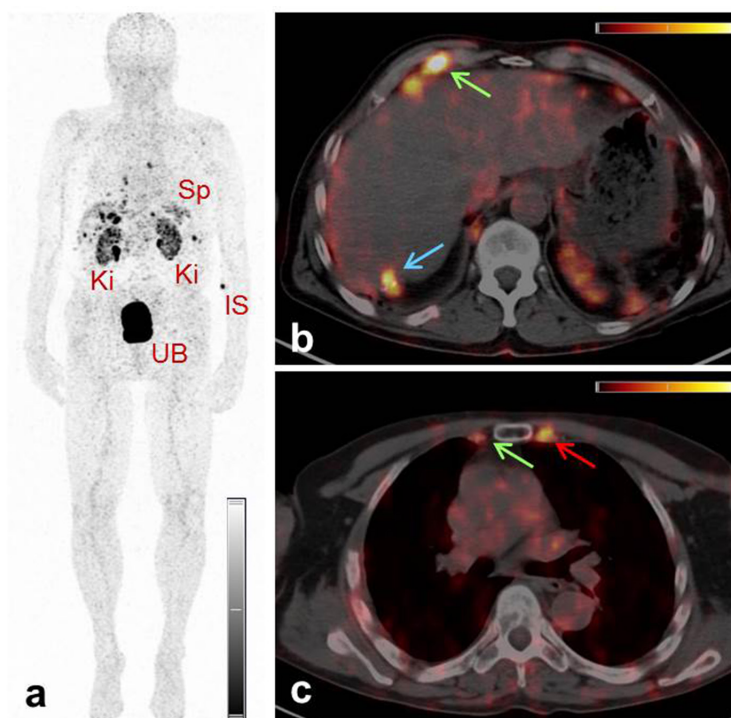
Immagini PET/TC di un paziente con neoplasia neuroendocrina dell'ileo terminale ottenute 2 h dopo l'iniezione di $^{152}\text{Tb} - \text{DOTATOC}$. (a) L'immagine di proiezione di massima intensità (MIP) mostra reni (Ki), vescica urinaria (UB), milza (Sp) e sito di iniezione (IS). (b/c) Le sezioni trasversali delle immagini combinate PET/TC dimostrano l'assorbimento dei radiopeptidi nelle metastasi dei linfonodi nella regione costofrenica destra e nella catena mammaria interna destra (frecce verdi), così come nel Segmento 7 del fegato (frecce blu) e in una metastasi scheletrica nella terza costola sinistra adiacente alla giunzione sternocostale (frecce rosse).
